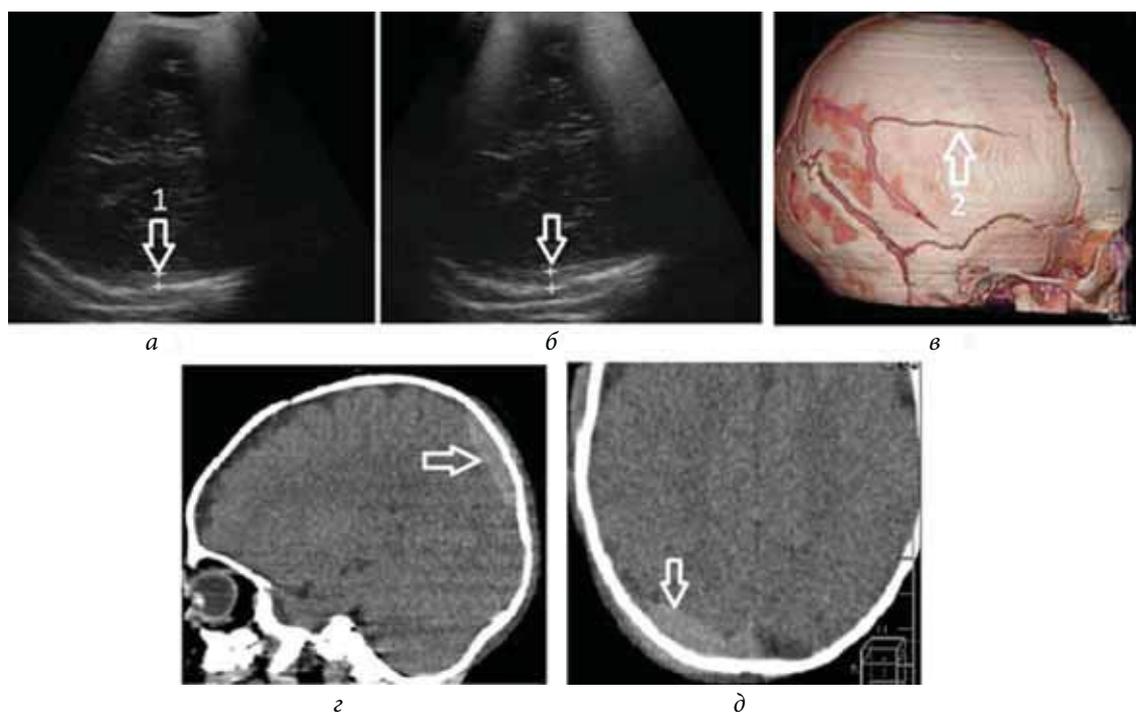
Мальчик П.А., 6 лет. Закрытая черепно-мозговая травма. Ушиб головного мозга средней степени тяжести: *а* — УС-изображение в режиме S3,5 (H₂) через 6 часов после травмы; *б* — УС-изображение в режиме S3,5 (H₂) через 72 часа с момента поступления; *в*, *з*, *д* — краниальная КТ; 1 — эпидуральная гематома, 2 — линейный перелом (показаны стрелками)
